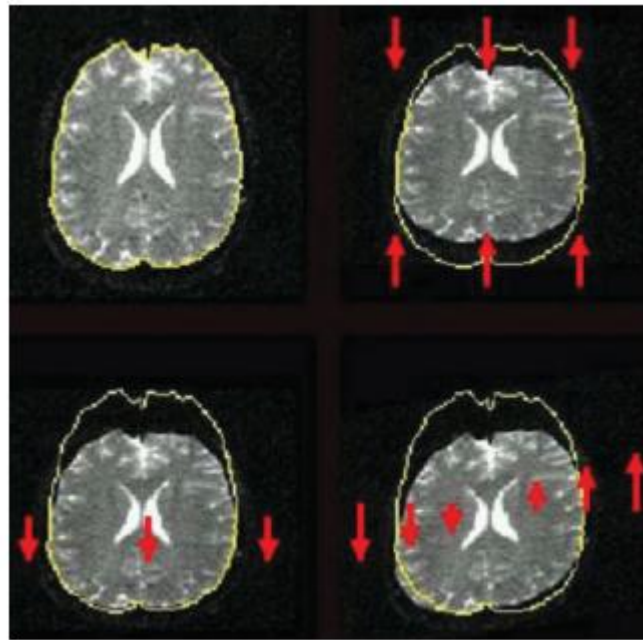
Distorções geométricas numa imagem DWI causadas por correntes de Eddy. Estes podem ser de compressão (canto superior direito e canto inferior esquerdo) e de corte (canto inferior direito). (Le Bihan et al., 2006)
